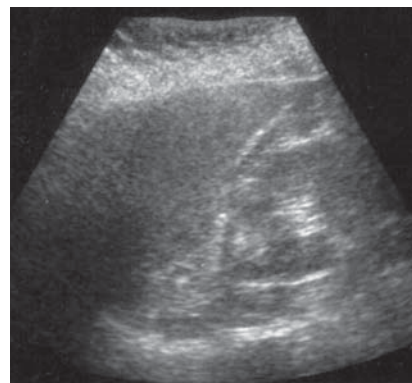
Hiperplazie glandă suprarenală. Ecografie
